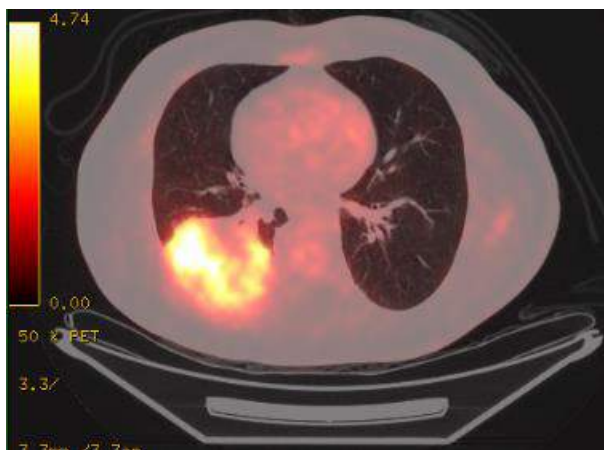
PET-TC tórax con captación patológica del radiofármaco en LID (infiltrado/atelectasia), SUVmáx 11. Hallazgos sugestivos de enfermedad maligna pulmonar derecha sin afectación adenopática ni a distancia.
